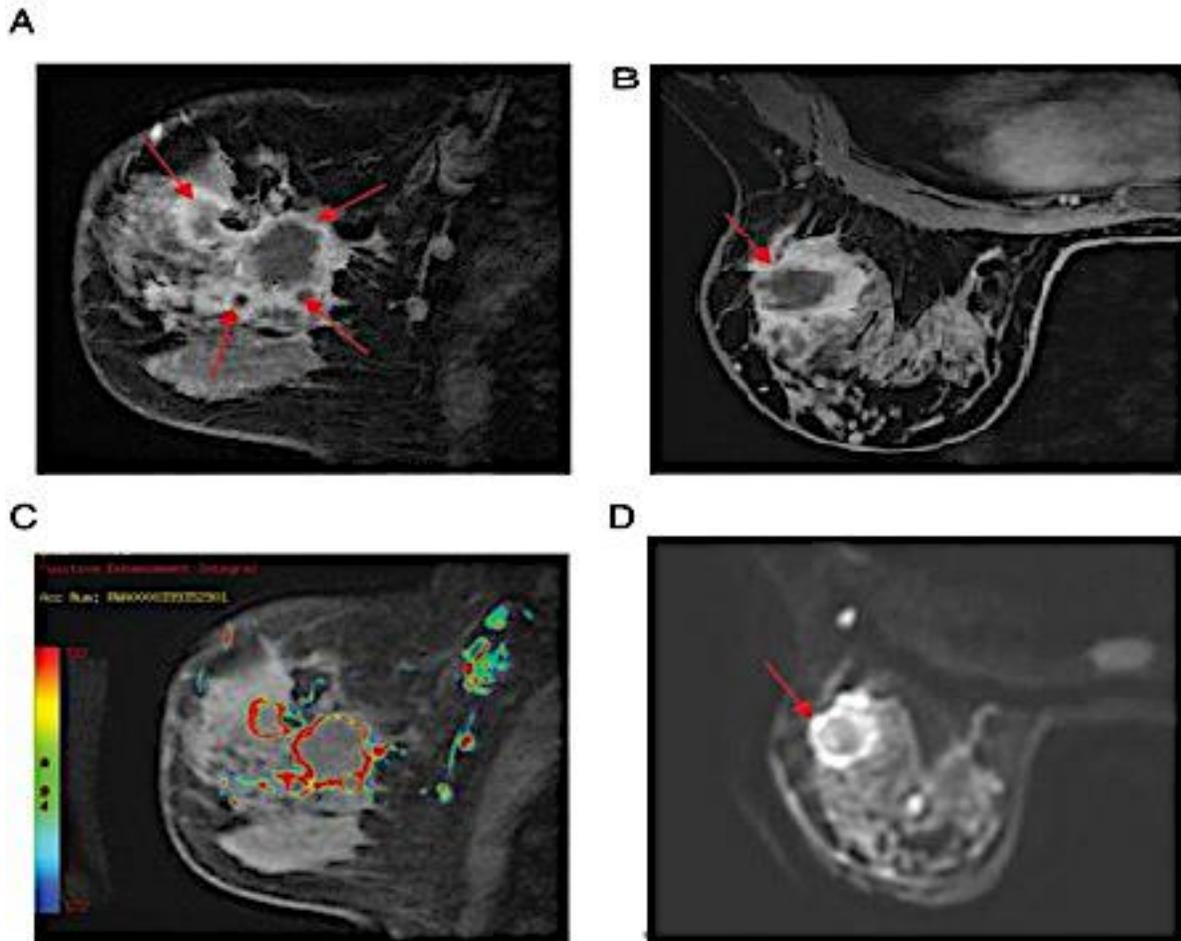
Aspect IRM de cancer du sein TN [Dogan : Annals of Onco 23(suppl 6)2012]
